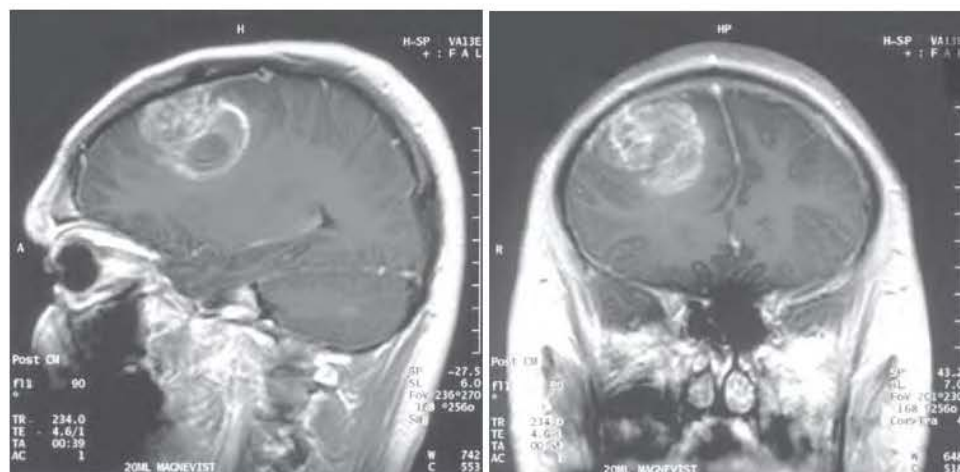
Tumoră cerebrală. Aspect RMN
